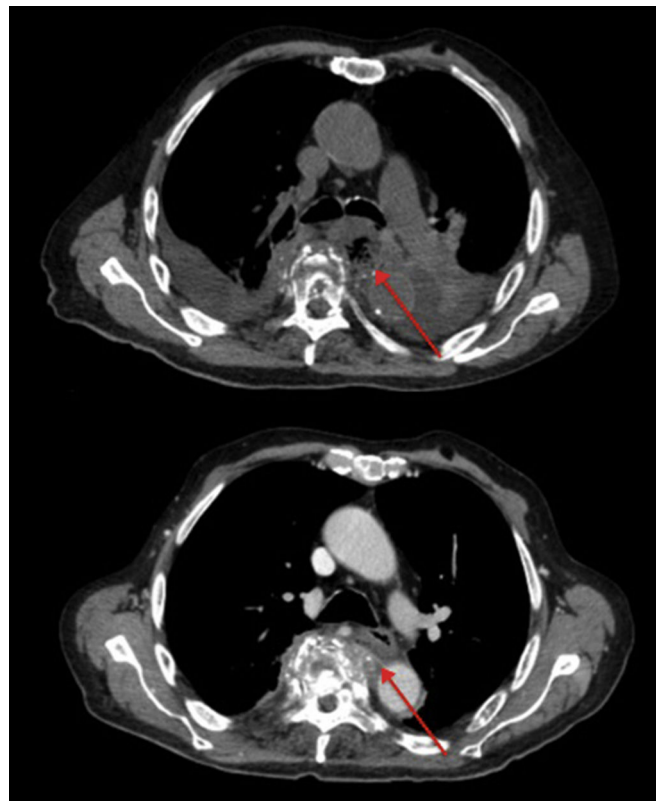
TAC, Corte transversal. T10-T11. Imagen superior: fractura vertebral y extenso absceso (flecha) localizado en mediastino posterior y retroesofágico que alcanzaba una extensión cráneo-caudal de hasta 10 cm. Imagen inferior (realizada 4 semanas después de cumplir tratamiento antibiótico) fractura vertebral y restos retroesofágicos abscesificados (flecha) en resolución.
